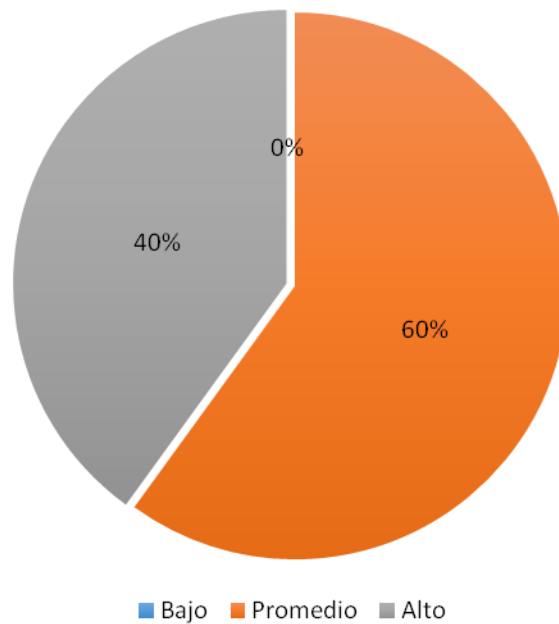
Medición del 1RM Post Entrenamiento del Grupo Experimental 2.
